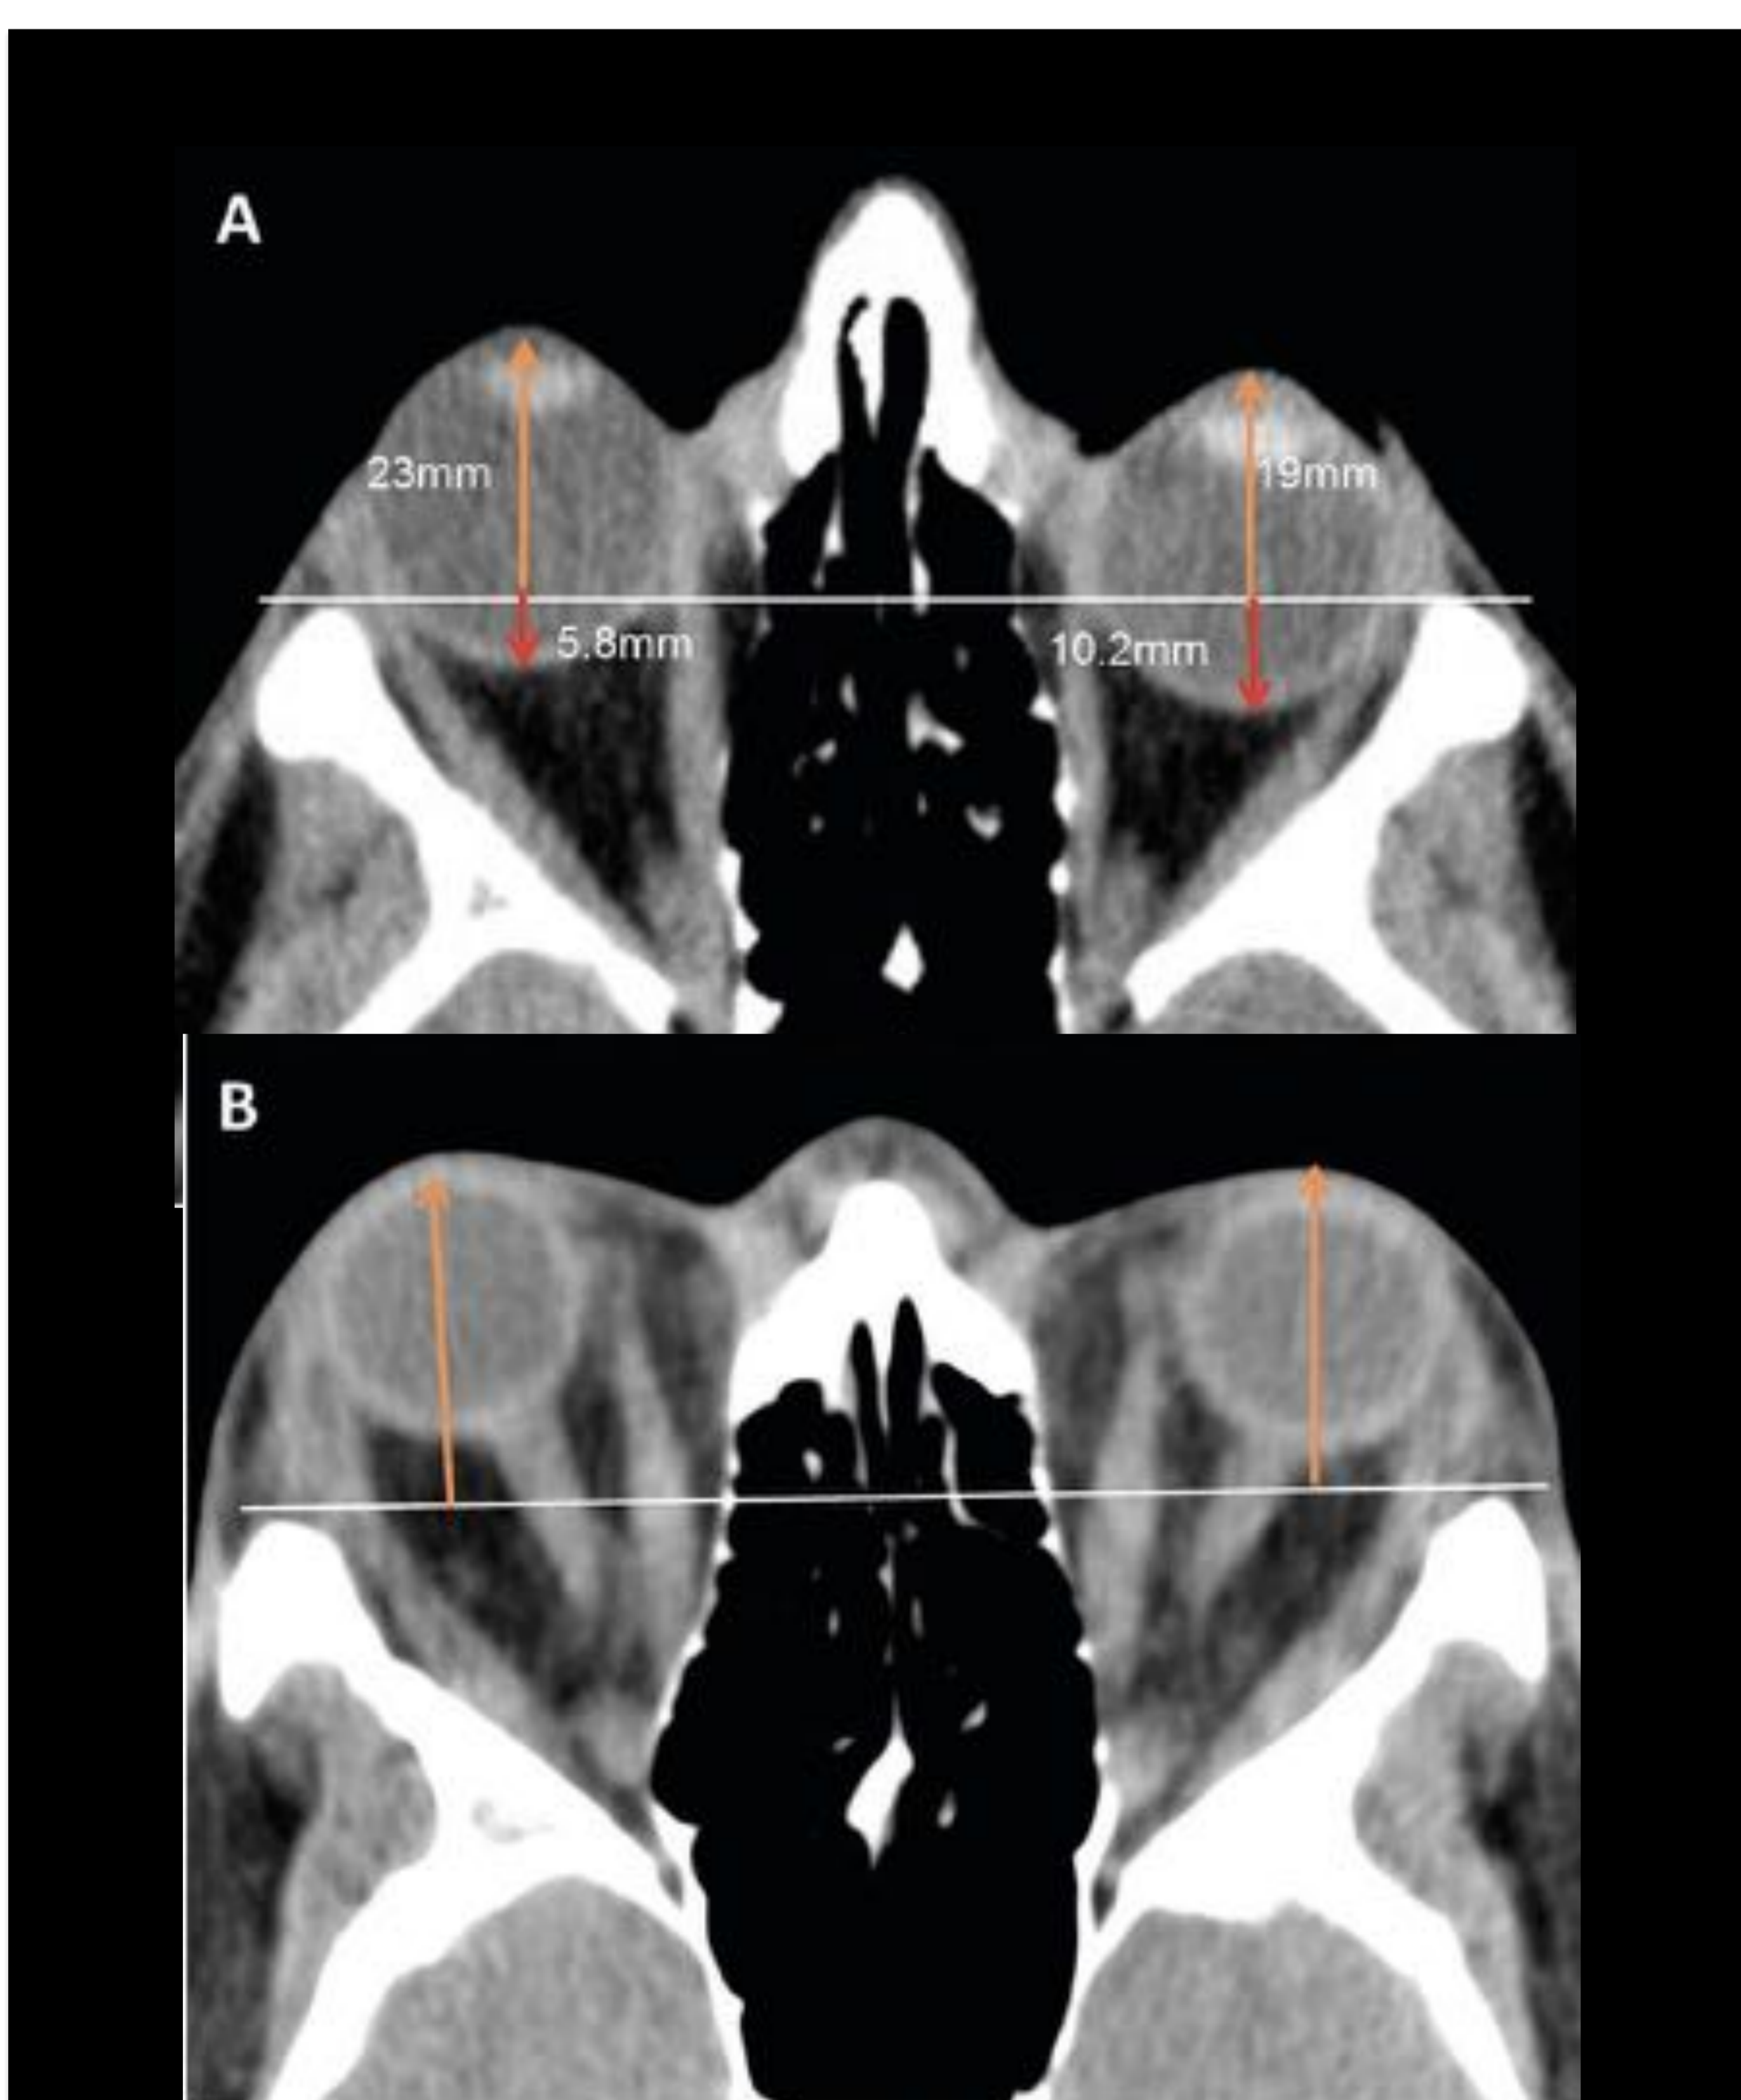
Imágenes axiales de TC de órbita de dos pacientes con orbitopatía tiroidea. (A) Proptosis unilateral derecha. La distancia medida perpendicularmente desde la línea inter cigomática (línea blanca) hacia la superficie corneal anterior derecha es de 23 mm (flecha naranja), y de 6,2 mm desde la línea inter cigomática al margen escleral posterior (flecha roja), indicativo de proptosis. Estas distancias en la órbita izquierda son normales.
